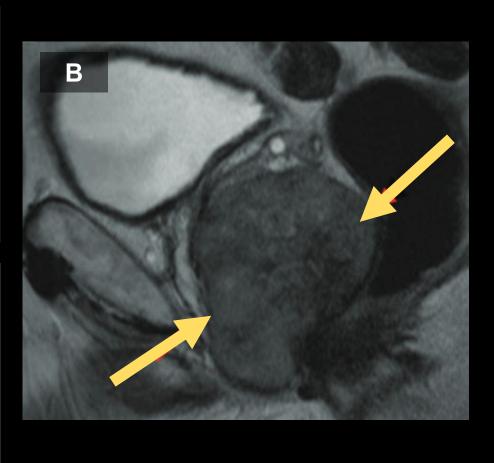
Hombre de 62 años. RM ponderada en T2 coronal que evidencia voluminosa masa heterogénea de aspecto sospechoso para un origen neoplásico, el que fue confirmado histológicamente como adenocarcinoma.
